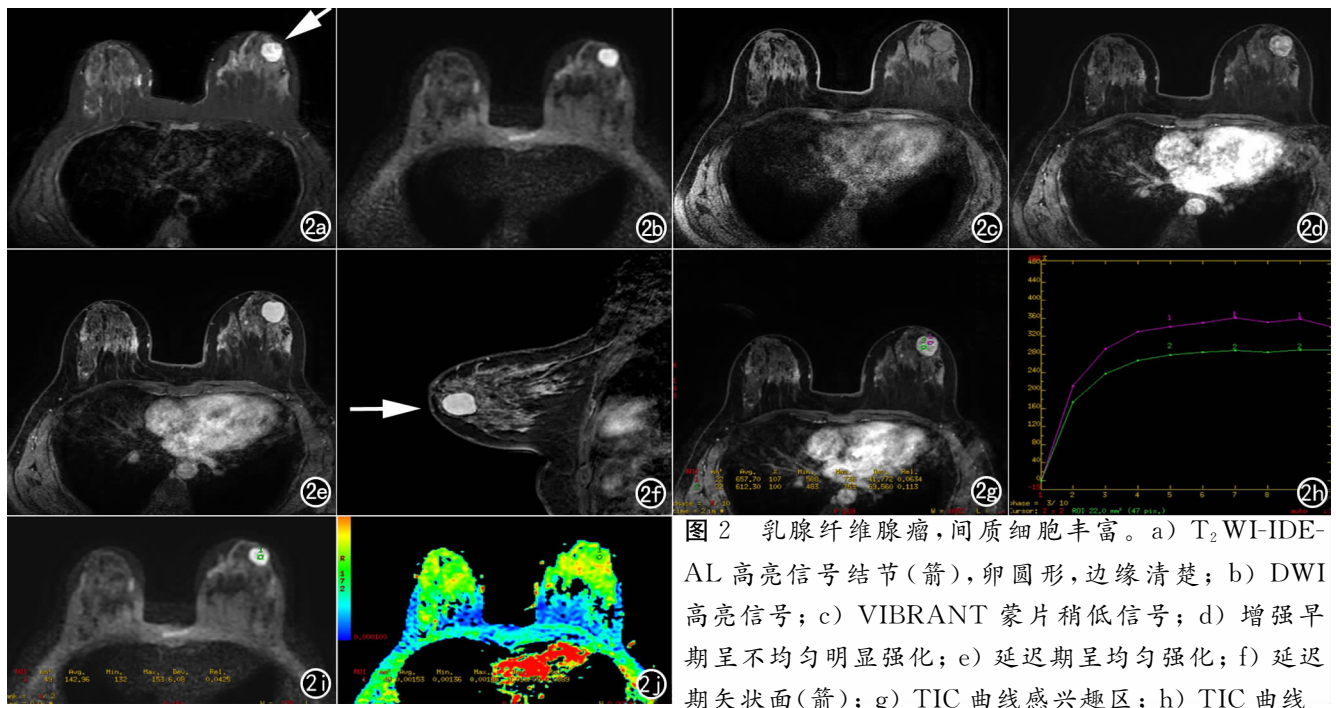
乳腺纤维腺瘤,间质细胞丰富。a) T₂WI-IDE-AL 高亮信号结节(箭),卵圆形,边缘清楚; b) DWI 高亮信号; c) VIBRANT 蒙片稍低信号; d) 增强早期呈不均匀明显强化; e) 延迟期呈均匀强化; f) 延迟期矢状面(箭); g) TIC 曲线感兴趣区; h) TIC 曲线
